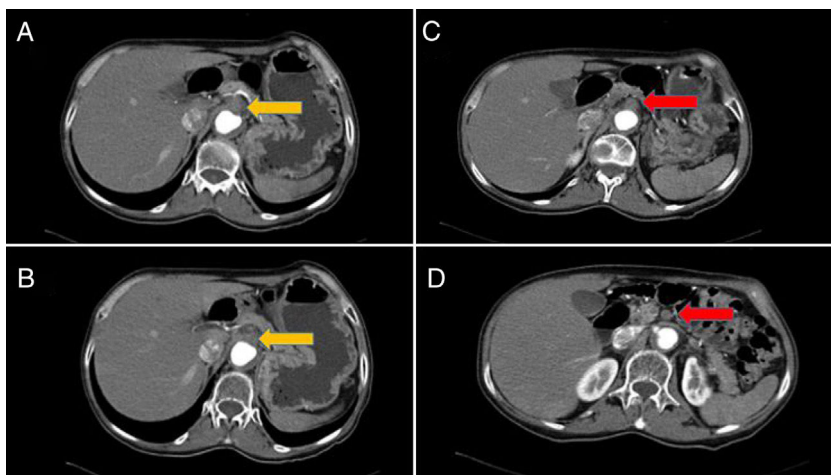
Tomografía axial computarizada con contraste intravenoso. La flecha amarilla (A y B) muestra un gran trombo en la salida del tronco celíaco que no se rellena de contraste. Las arterias esplénica y hepática son filiformes y disminuidas de calibre. Llama igualmente la atención la ateromatosis aórtica extensa. La flecha roja (C y D) muestra la oclusión extensa de los 2 cm proximales de la arteria mesentérica superior.
